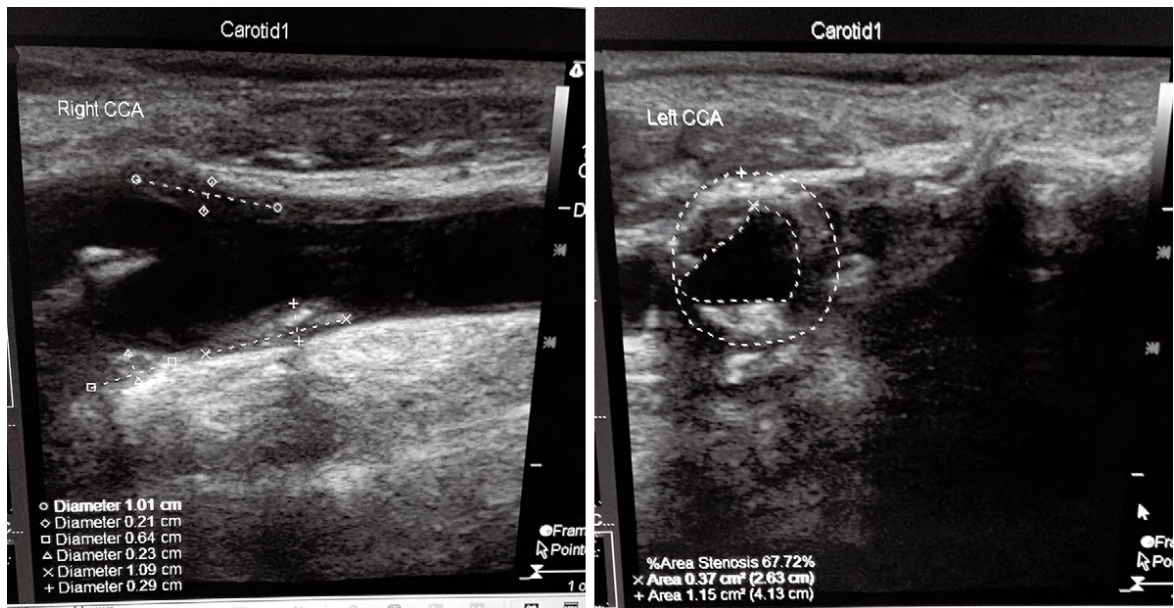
颈动脉超声提示：双侧颈动脉及椎动脉硬化；双侧颈部数个多发性动脉粥样硬化斑块形成；右侧颈总动脉球部斑块处管腔轻度狭窄；左侧颈总动脉球部斑块处管腔中度狭窄
